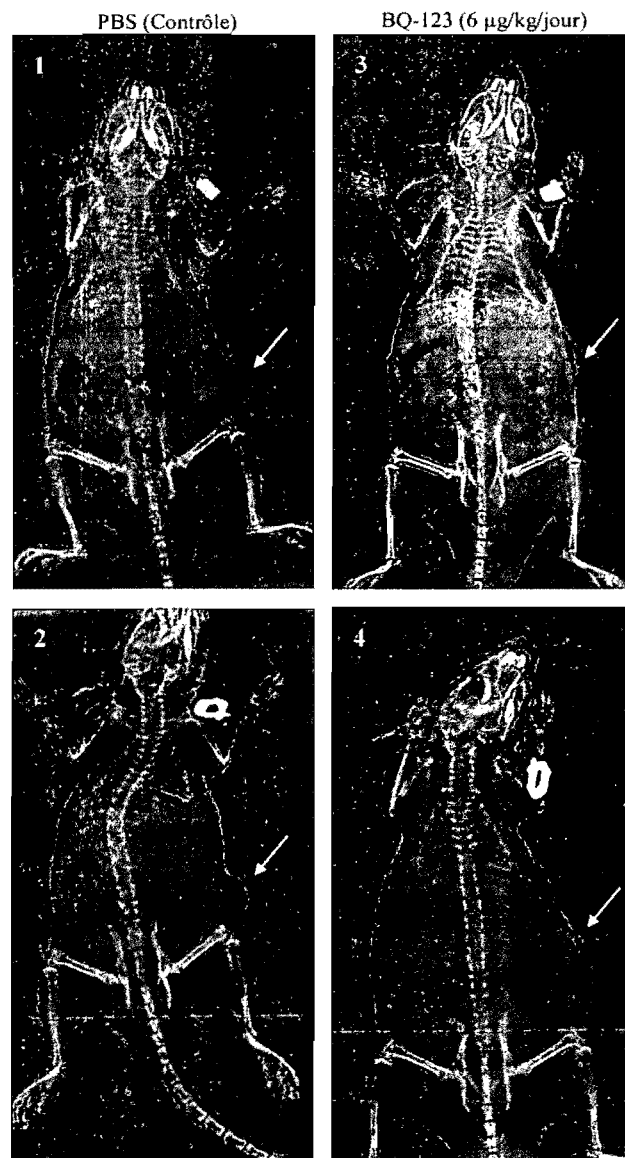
Radiographies démontrant l'effet de l'antagoniste du récepteur ET_A (BQ-123) sur la taille d'une tumeur induite *in vivo* chez la souris *nude*. Une injection en sous-cutanée sur le flanc droit de 1×10^7 cellules MNNG/HOS a été réalisée chez quatre souris *nude*. Les quatre souris ont développé une tumeur solide d'une taille de 5 mm en 32 jours. Après 32 jours, les quatre souris ont reçu quotidiennement des injections en sous-cutanée durant 28 jours de PBS (1,2) ou de BQ-123 selon une dose quotidienne de $6 \mu\text{g}/\text{kg}$ (3, 4). Les radiographies ont été prises en position postérieure/antérieure. Les flèches pointent vers la tumeur développée au niveau du flanc droit. Le numéro de la souris correspond aux données du tableau VII.
